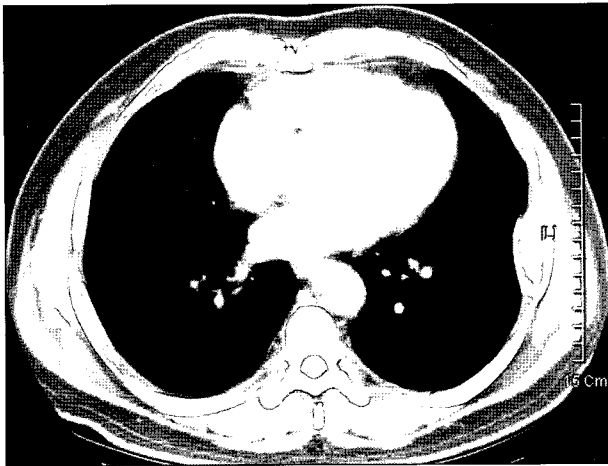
Chest CT shows an expansive mass in the left 7th rib.
